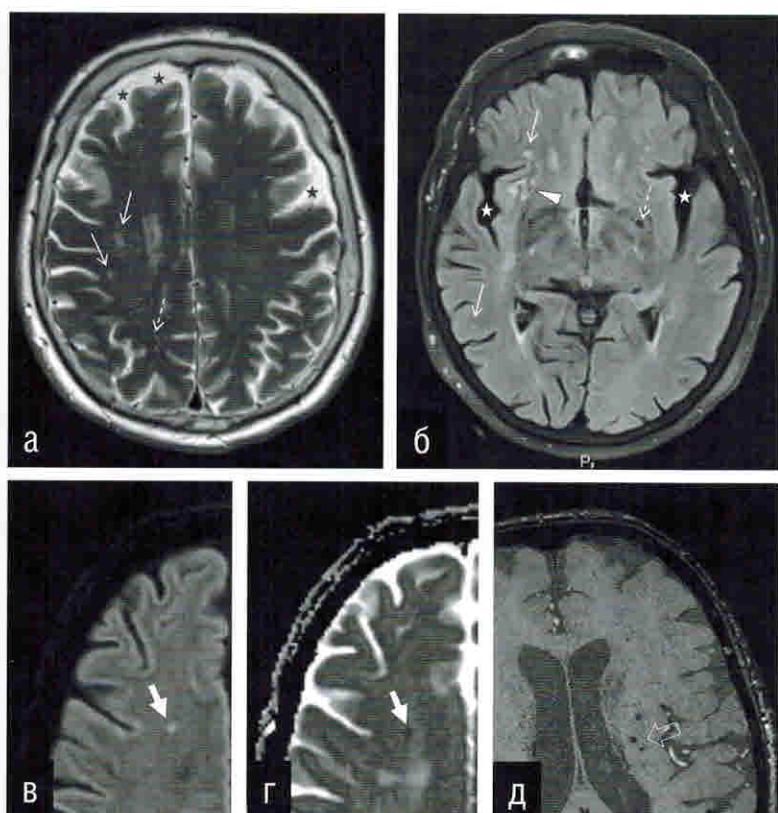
На МРТ головного мозга в режимах T2 (а), FLAIR (б), DWI (в) с соответствующей ИКД-картой (г) и SWI (д) представлены варианты сосудистых изменений, входящих в стандарты STRIVE: гиперинтенсивность белого вещества (ГИБВ) (сплошные тонкие стрелки), недавние малые субкортикальные инфаркты (толстые стрелки), лакуны (треугольная стрелка), микрокровоизлияния (МКР) (пустая стрелка), периваскулярные пространства (ПВП) (пунктирные стрелки), атрофия мозга (звездочки). См. пояснения в тексте.
